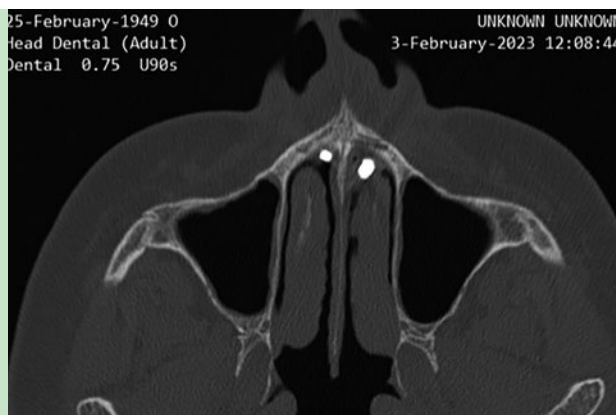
TC da face - secção axial.
